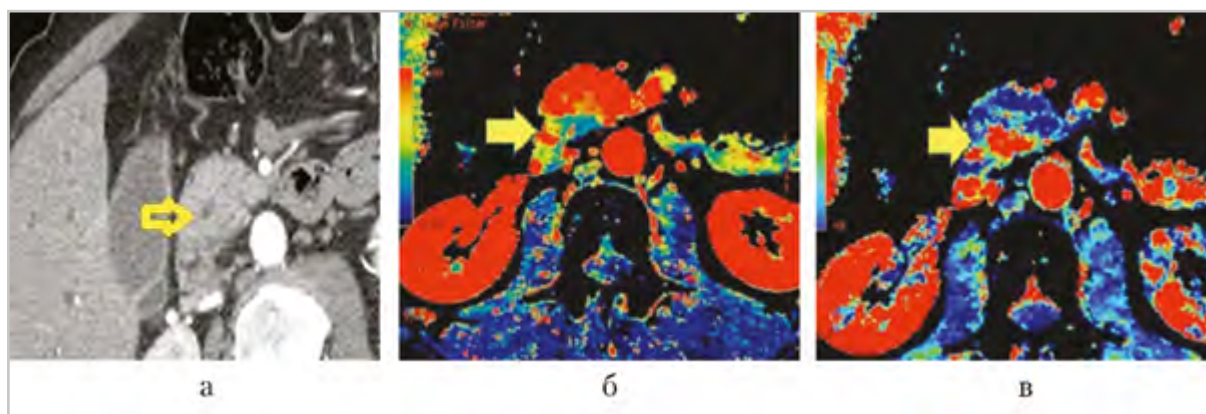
Компьютерные томограммы поджелудочной железы: *а* — аксиальная проекция, панкреатическая фаза; головка поджелудочной железы однородной структуры, в центральных отделах визуализируется гепатохоledох, расширенный над местом обструкции (*стрелка*). Перфузионные компьютерные томограммы поджелудочной железы (аксиальная проекция): *б* — карта BF; типичный для аденокарциномы очаг гипоперфузии синего цвета в задних отделах головки поджелудочной железы (*стрелка*); *в* — карта PS; очаг в задних отделах головки имеет красное окрашивание (*стрелка*), свидетельствующее о высокой проницаемости
